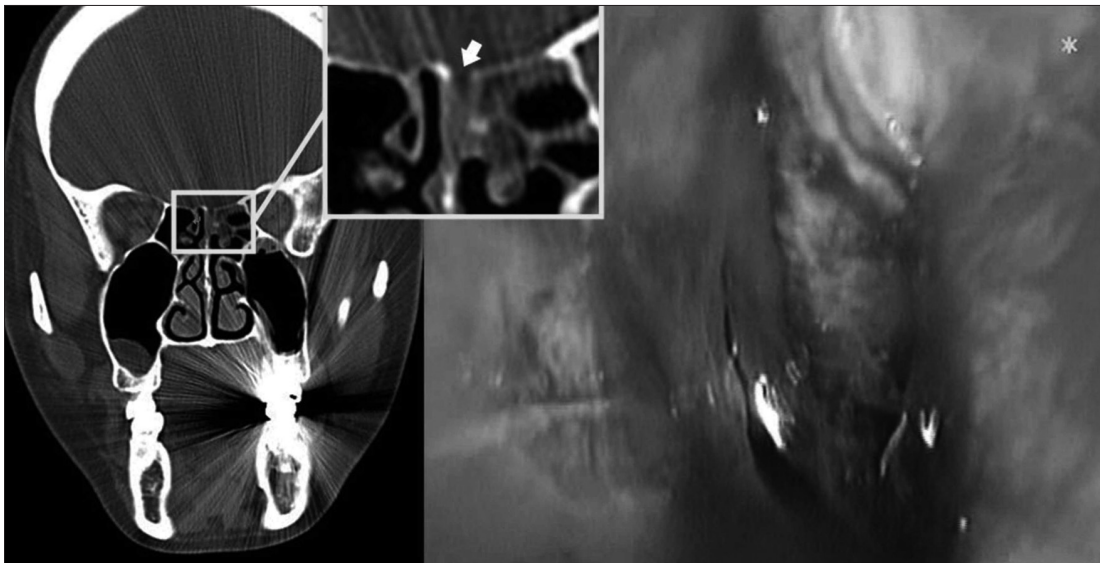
CT shows the bony defect in the posterior portion of left cribriform plate. Via endoscopic approach, the suspected defect was identified, which is consistent with the existence of a CSF leak by intrathecal fluoroscence (white arrow).
